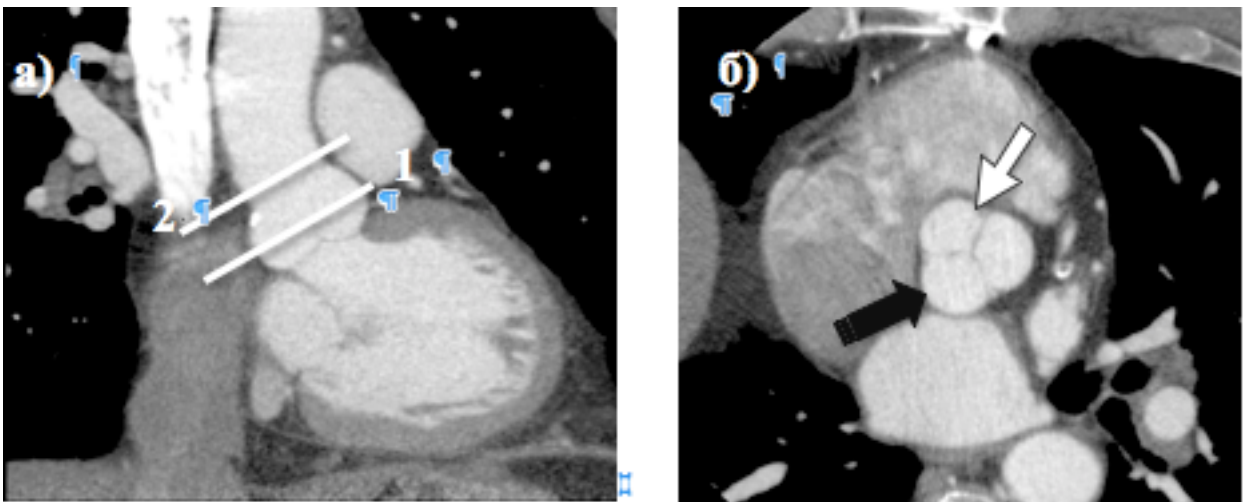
МСКТ с ЭКГ синхронизацией.
